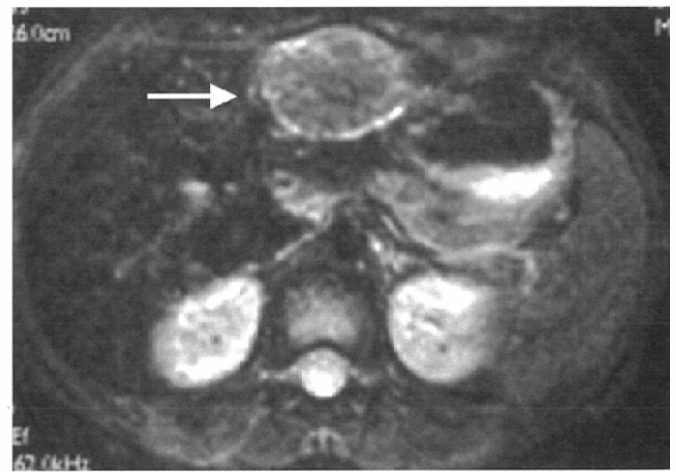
A 6-year-old girl with focal nodular hyperplasia. Upper row: on dynamic MRI, a large hypervascular tumor is noted in the lateral segment (arrow). Lower row, left: On unenhanced EPI (2000/60), the lesion is hyperintense (arrow). right: After SPIO enhancement, the lesion signal intensity decreased, suggesting the lesion phagocytosed SPIO (arrow).
